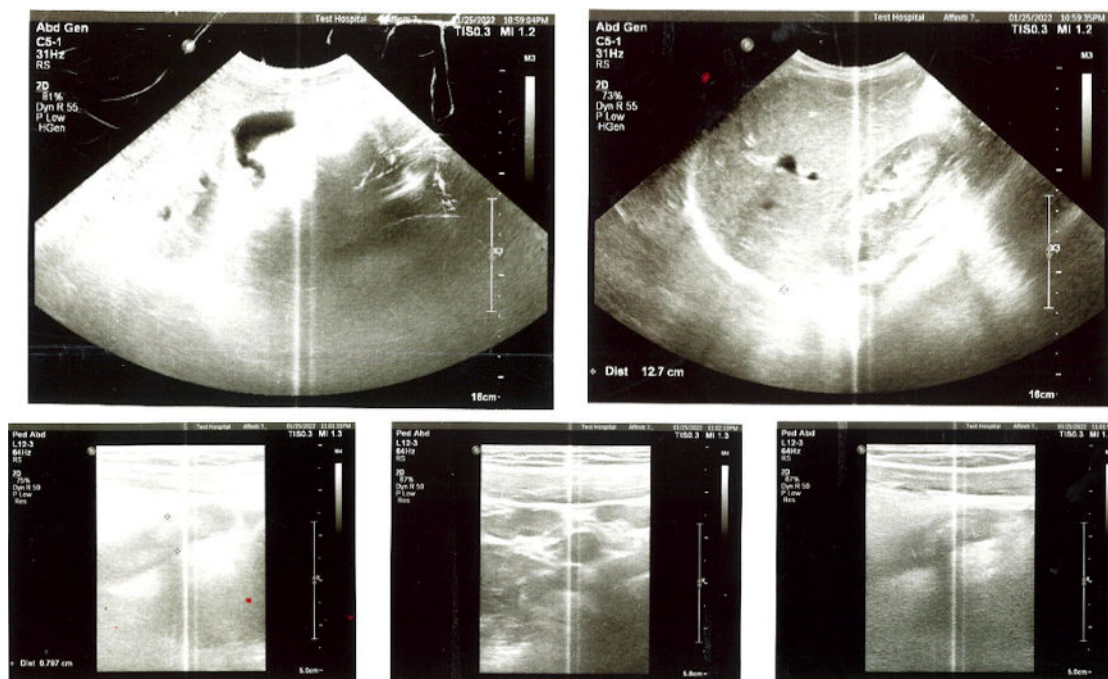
Ecografie abdominală la 25 ianuarie 2022, care dezvăluie un segment fără peristaltică, necomprimat, cu un diametru de 7,6 mm în zona pericecală din cadranul inferior drept al abdomenului, hiperecogen și un nivel minim de lichid liber în țesutul epiploic adiacent. Numeroși ganglioni limfatici mezenterici hipoeogeni bine circumscriși, dintre care cel mai mare avea dimensiunea de 15×9 mm, au fost observați în zona mezenterică din cadranul inferior drept al abdomenului. Ecografie, ultrasonografie.
